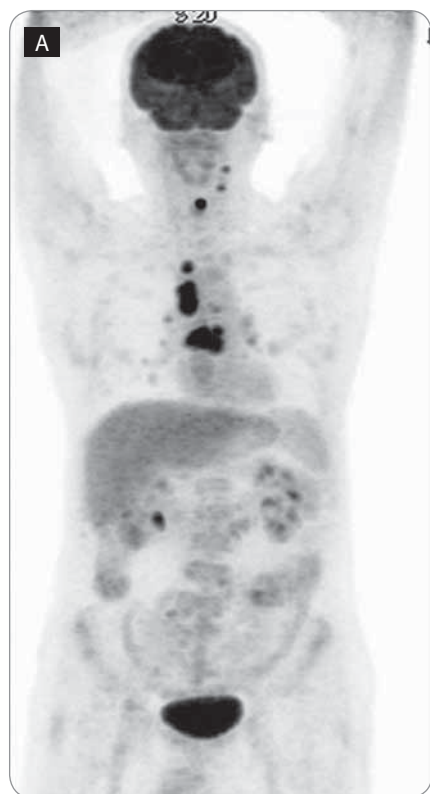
Coronal maximum-intensity-projection (MIP) PET.
